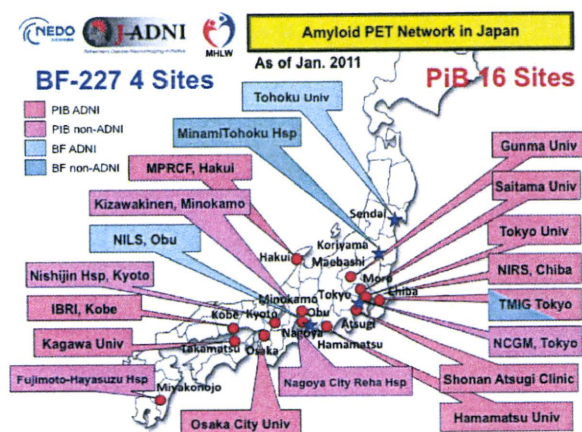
わが国におけるアミロイド PET 実施施設. 2011 年 2 月現在 PiB 実施 16 施設、BF-227 実施 4 施設があり、標準プロトコルを共有している。
